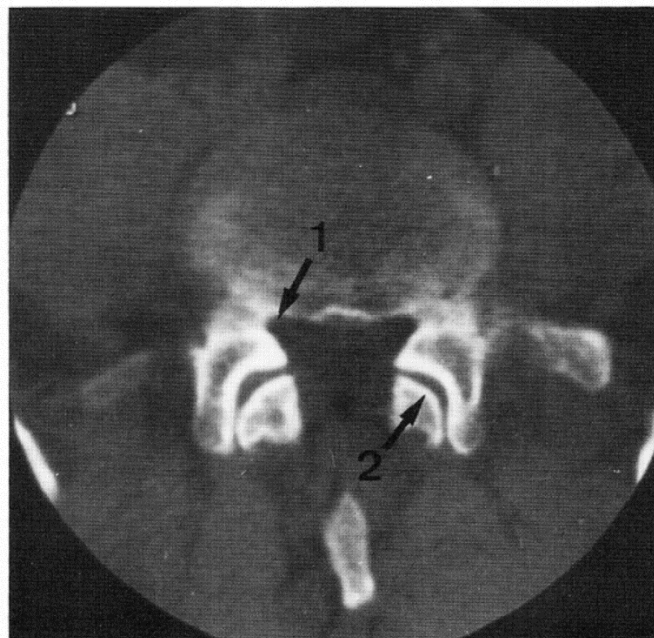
TDM du rachis lombaire : coupe axiale passant par les pédicules de L5 et étudié en fenêtre osseuse
